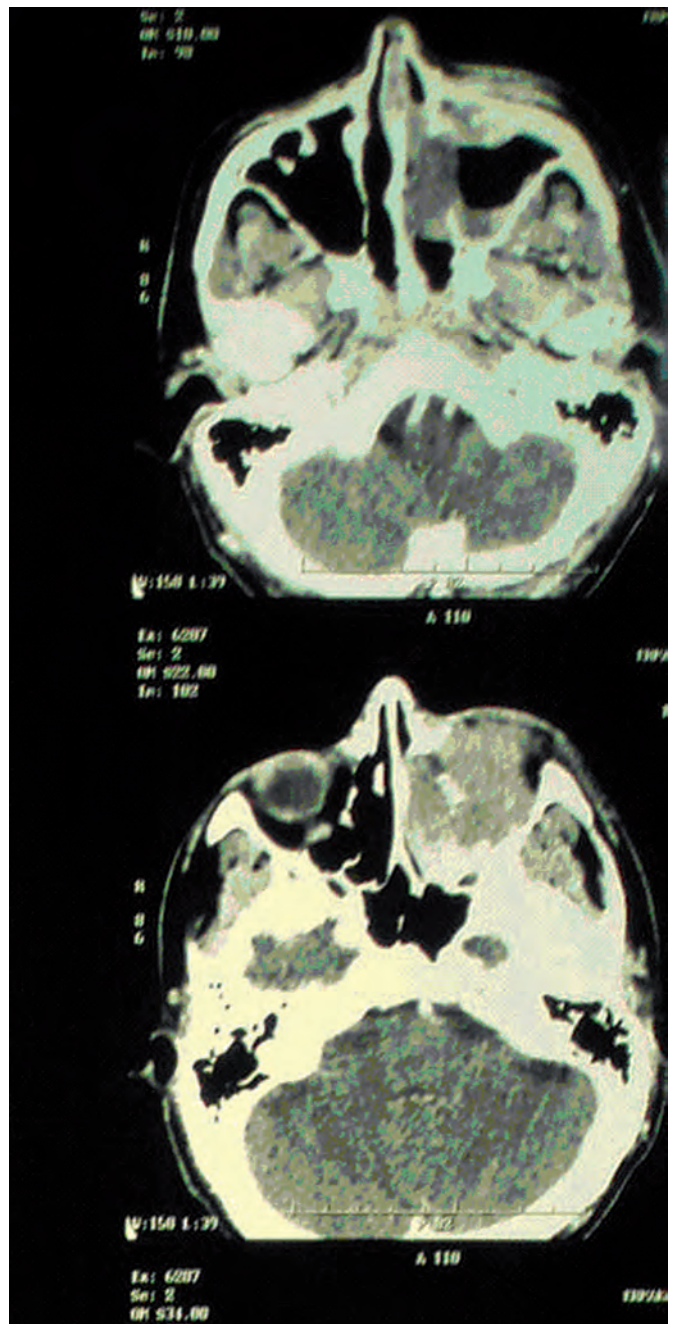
Компьютерная томография: мягкотканное образование в решетчатом лабиринте, левой глазнице, верхнечелюстной пазухе у больного СПИДом с диффузной В-крупноклеточной лимфомой
